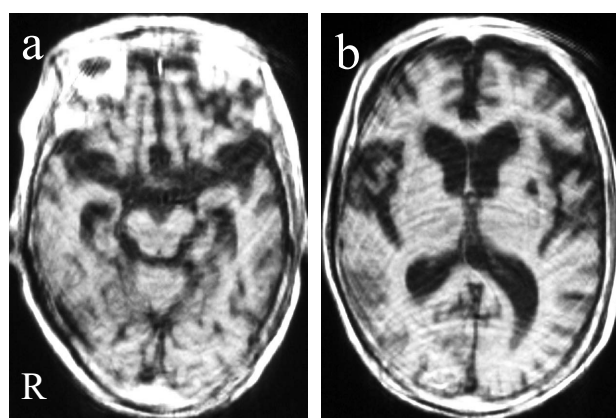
神経原線維変化型老年期認知症 (SD-NFT) (後に剖検で確定診断された例) の頭部 MRI (T1 強調画像)。
